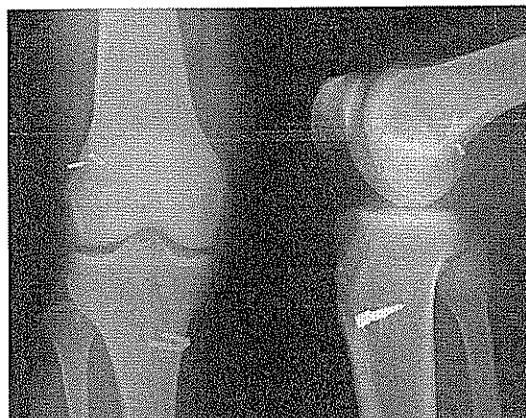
(a,b): Postoperatif 15/aydakı direkt grafi (a) ve MRG (b) görüntülerİ.
